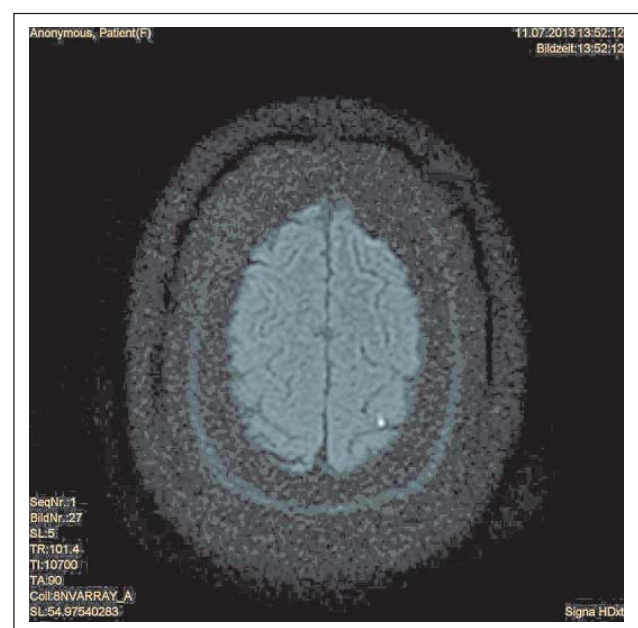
Zerebrales MRT (isoDWI): Nachweis einer frischen Diffusionsstörung im Sinne eines kleinen kortikalen Schlaganfalls hoch dorso-parietal links.
